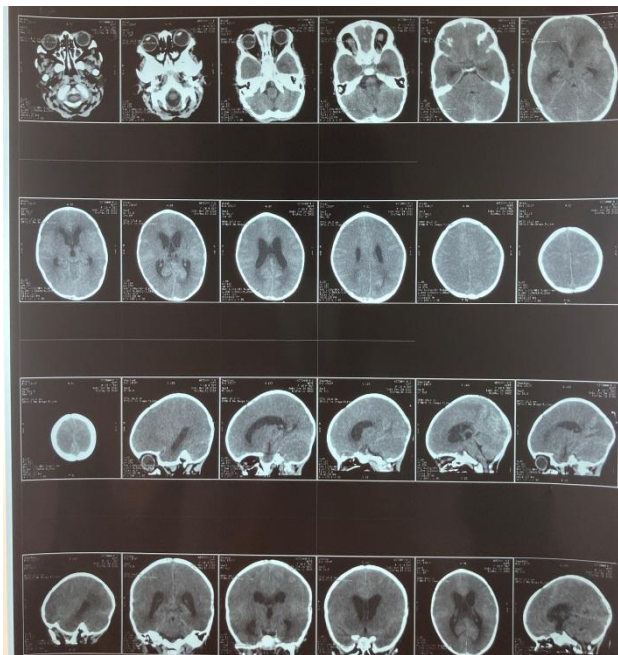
Заключение: МСКТ картина менингоэнцефалита. Диффузный отек вещества мозга правого и левого полушарий. Внутривентрикулярная водянка мозга.
